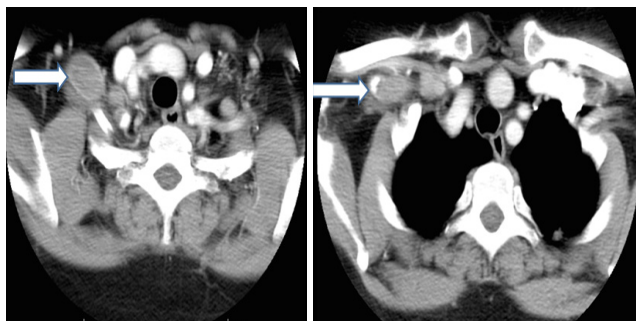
Angiotomografía de cuello: aneurisma de la arteria subclavia derecha, con trombosis crónica
